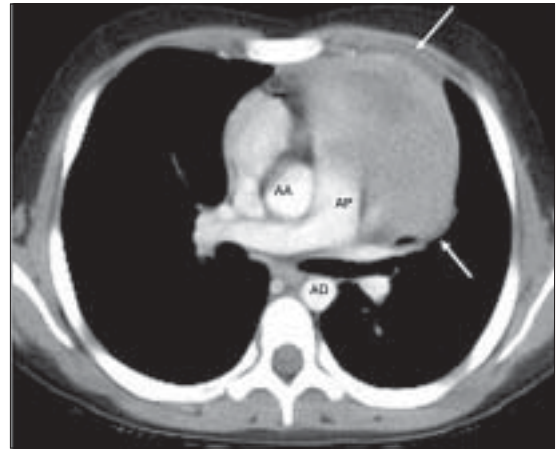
Tomografía computarizada de tórax luego de inyectar medio de contraste endovenoso. AA: Aorta ascendente; AD: Aorta descendente; AP: Arteria pulmonar. Flechas indican masa en mediastino anterior (ver descripción más detallada en el texto).
